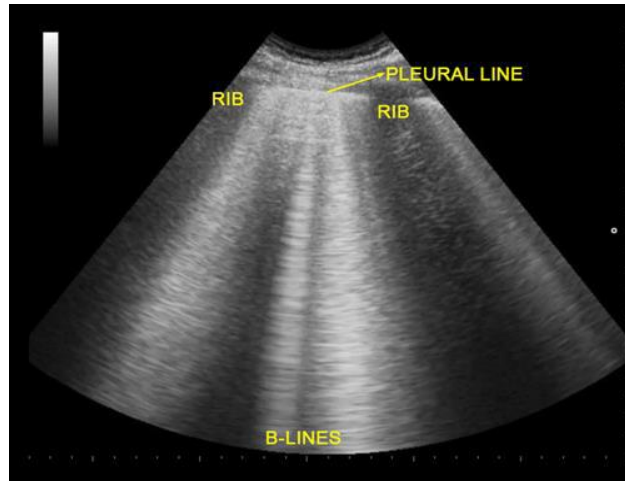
esempio di linea B all'ecografia toracica. [55]
